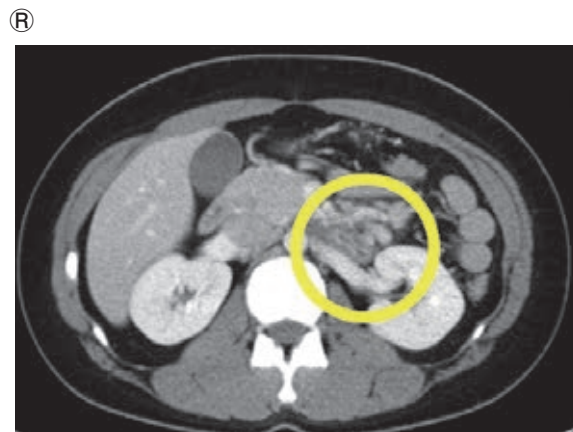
腹部造影CT検査所見。十二指腸のTritz韌帯近傍の腸管壁の肥厚を認めた。
